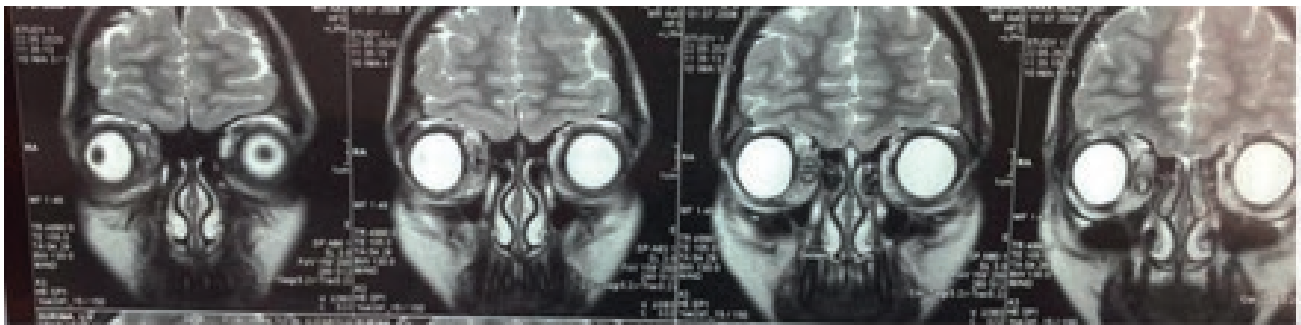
Компьютерная томография орбит
